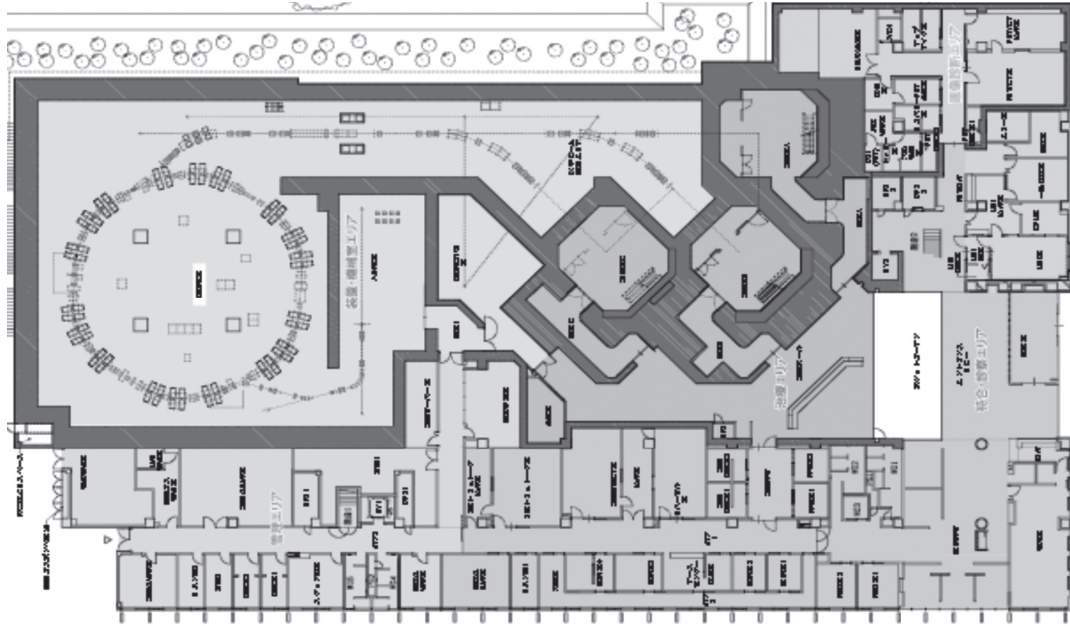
施設全体の平面図（1階）．施設内の右上の部分にはPET/CT，MRI，X線写真撮影装置などの診断機器が配置される．新鳥栖駅はこの平面図の右上の方向にあり，そちらに近い右側中央を患者入り口としている．この入り口から内に入り左側に進むと，順に患者受付，待合室，相談室，診察室，固定具制作室が外に面した側に配置され，初めての患者にとってもわかりやすい様になっている．又，左側の入り口は職員用で患者用とは分けている．
